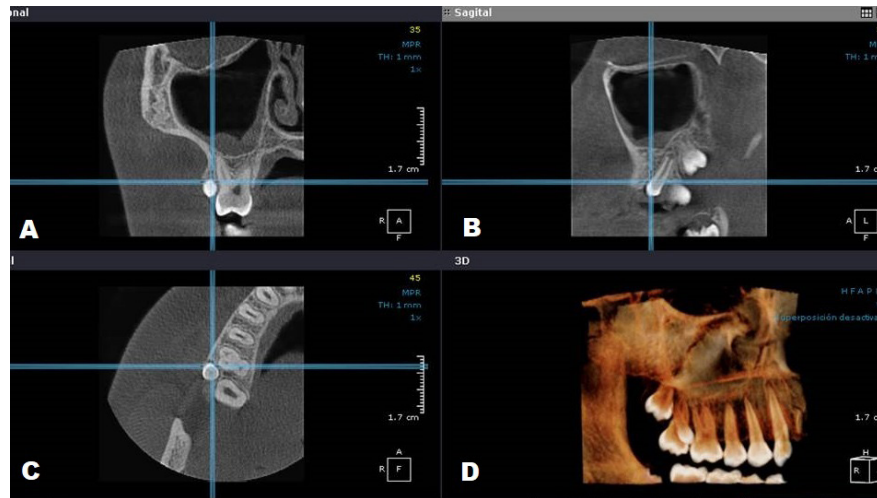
Tomografía del paramolar derecho. A. Corte coronal. B. Corte sagital. C. Corte axial D. Reconstrucción tridimensional.
